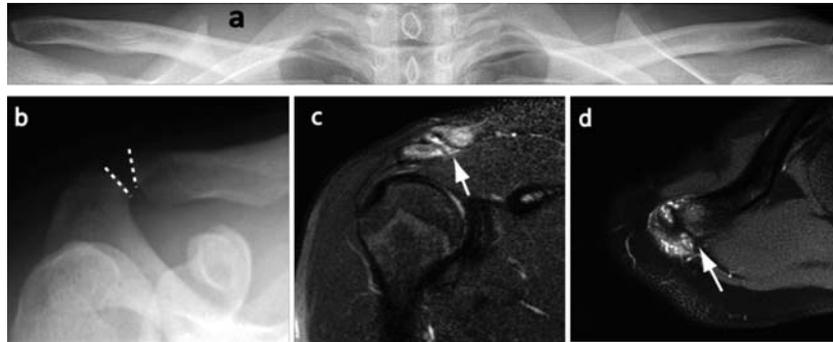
a: 術前両側肩鎖関節正面単純X線像: 右肩鎖関節は左肩鎖関節と比較し軽度の脱臼位を呈している。
